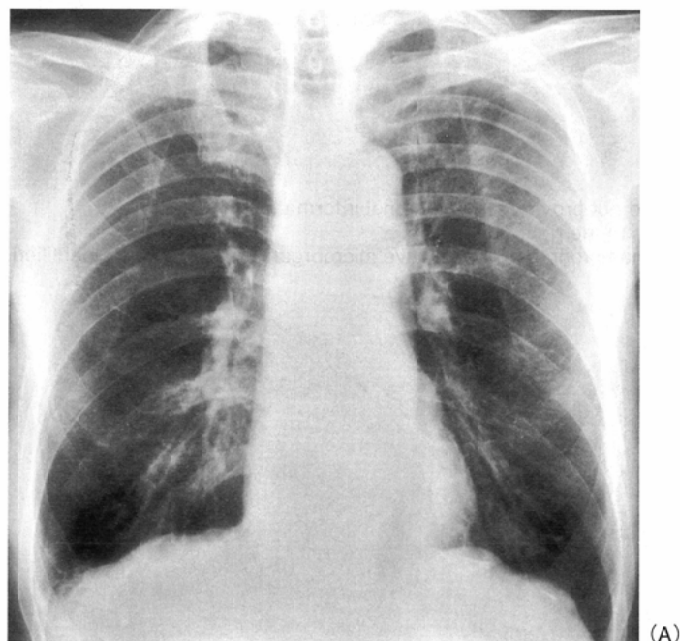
83-year-old male. An example of small opacities difficult to point out on chest radiograph (the same patient as described in reference 9).
